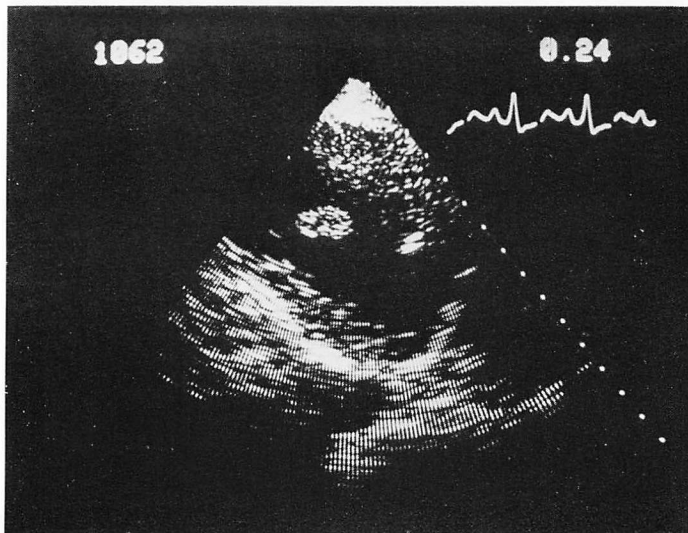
Cross-sectional echocardiogram from Case 2.
